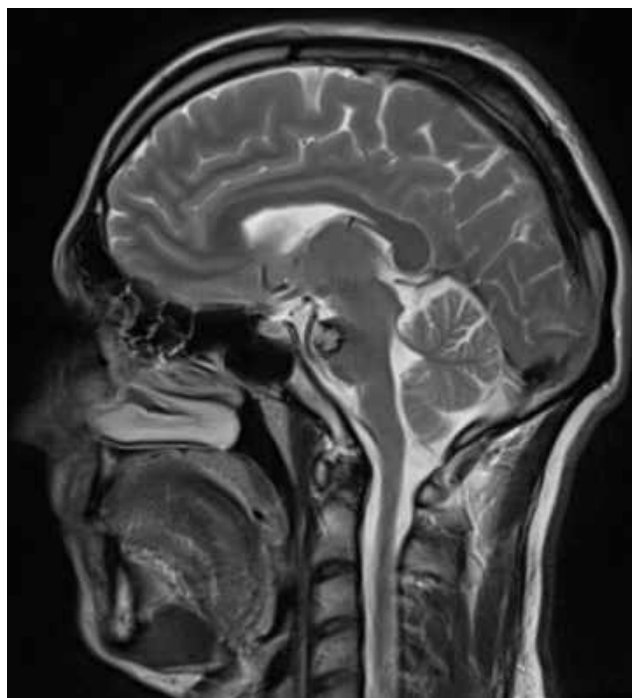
МРТ головного мозку, сагітальний зріз в T2 ЗЗ. Кавернома вентральних відділів моста (спостереження №62, хворий М-о, історія хвороби №682/2).
